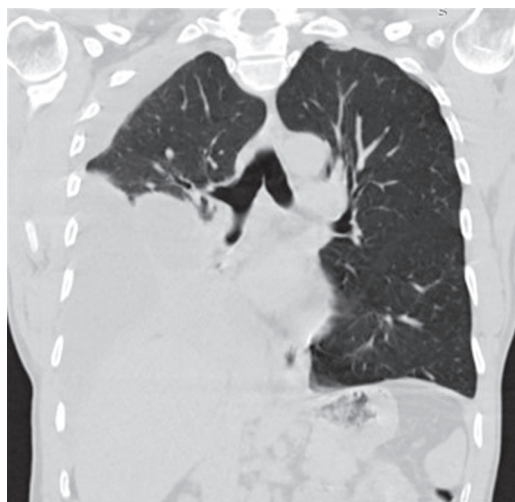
Chest CT on the 9th day from the onset of the disease. Right-sided large hydrothorax with compression of the right lung
